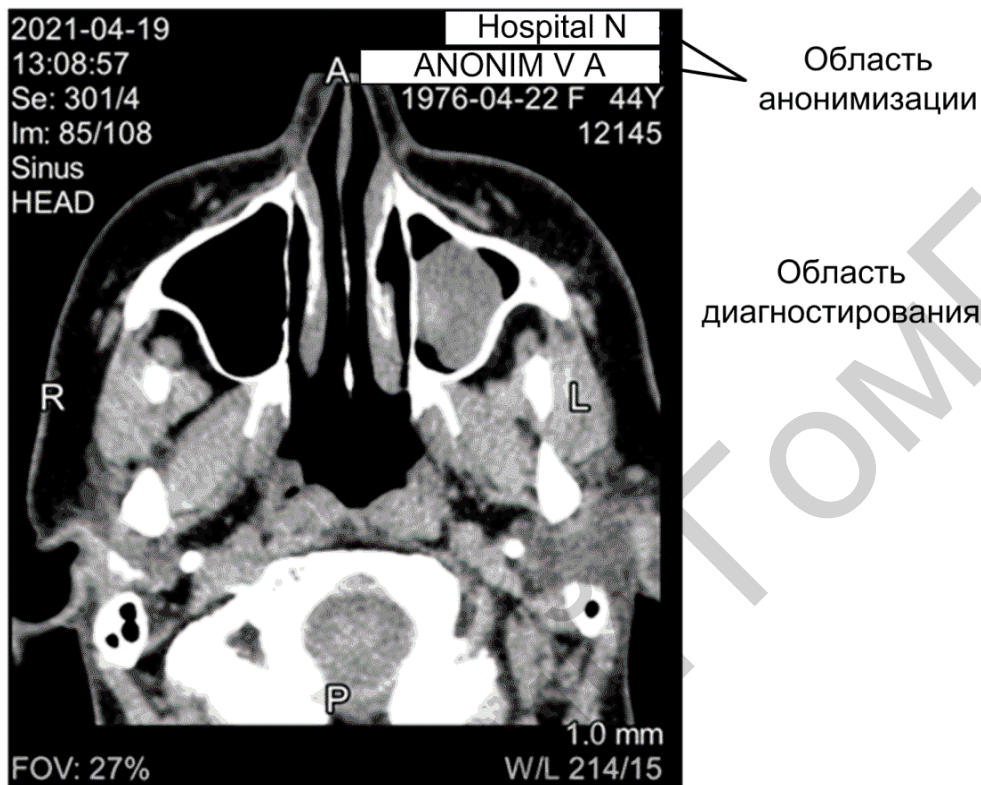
Рентгеновская компьютерная томография придаточных пазух носа
